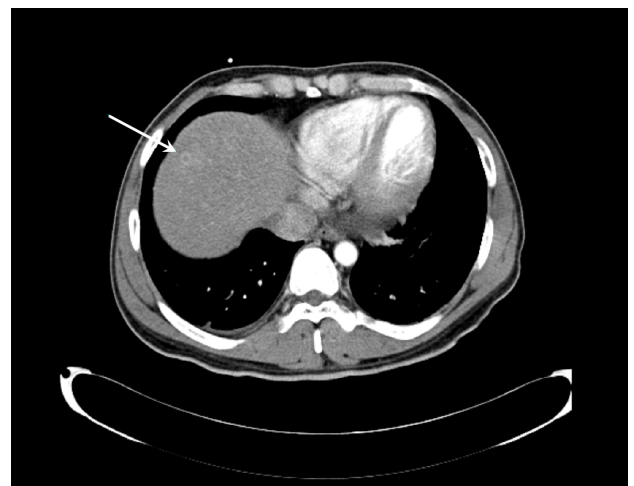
An abnormal lesion (arrow) on the 8th segment of liver observed in the computed tomography at 55 days after induction chemotherapy.
